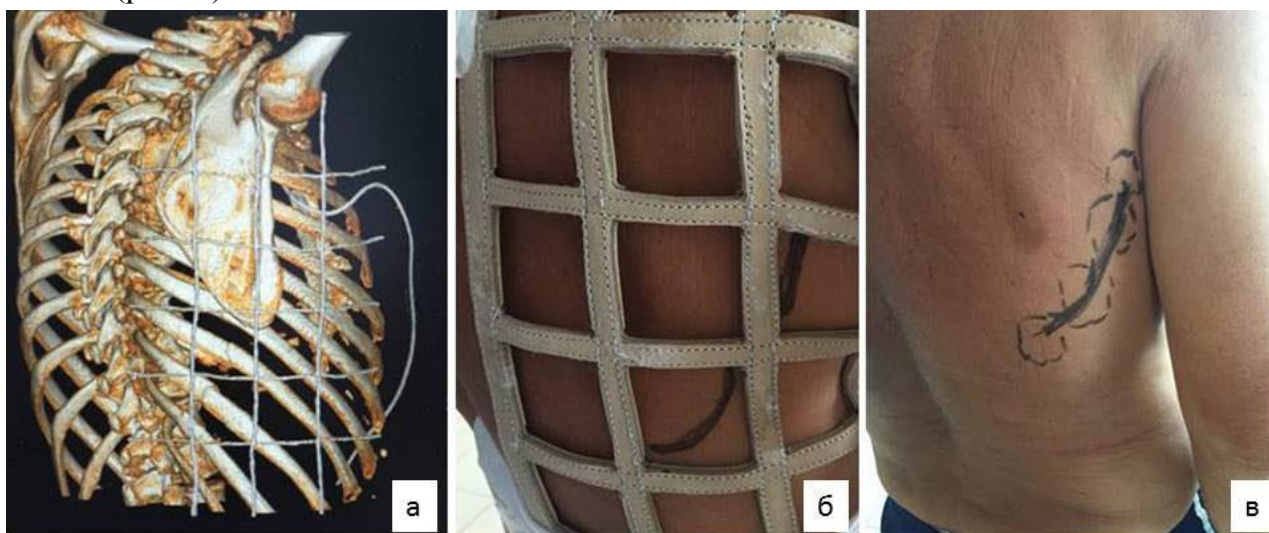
Применение рентгеноконтрастной сетки для планирования оперативного доступа при переломах ребер: а – МСКТ грудной клетки с наложенной сеткой (режим 3D-реконструкции); б – проецирование линий переломов на поверхность кожи; в – маркировка операционного поля.
